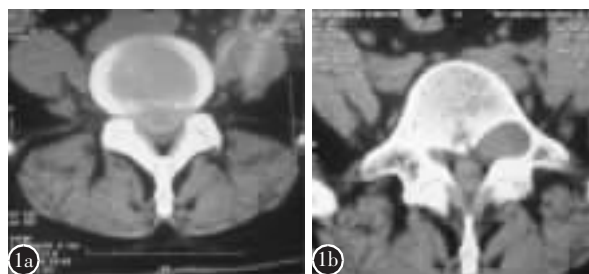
a 术前腰椎 CT 示 L4/5 椎间盘巨大突出, 中央型 b 术前腰椎 CT 示 L5/S1 左侧神经根管巨大占位, L5 左侧椎体后壁及椎弓根受压, 边缘硬化
